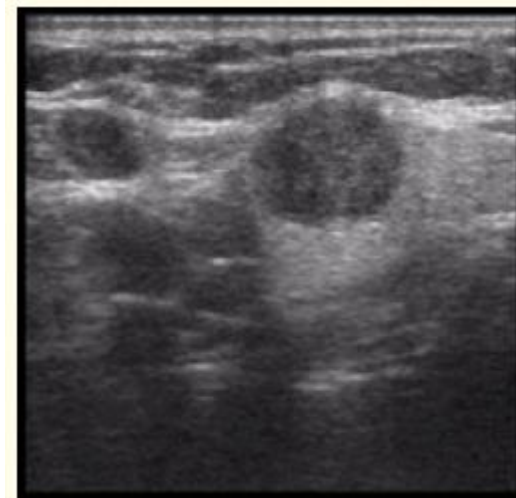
Adénome pléomorphe. L'image échographique montre une masse ronde de faible échogénicité dans la parotide gauche avec une marge bien définie, des structures hétérogènes légères, avec un renforcement de l'échogénicité postérieure.
